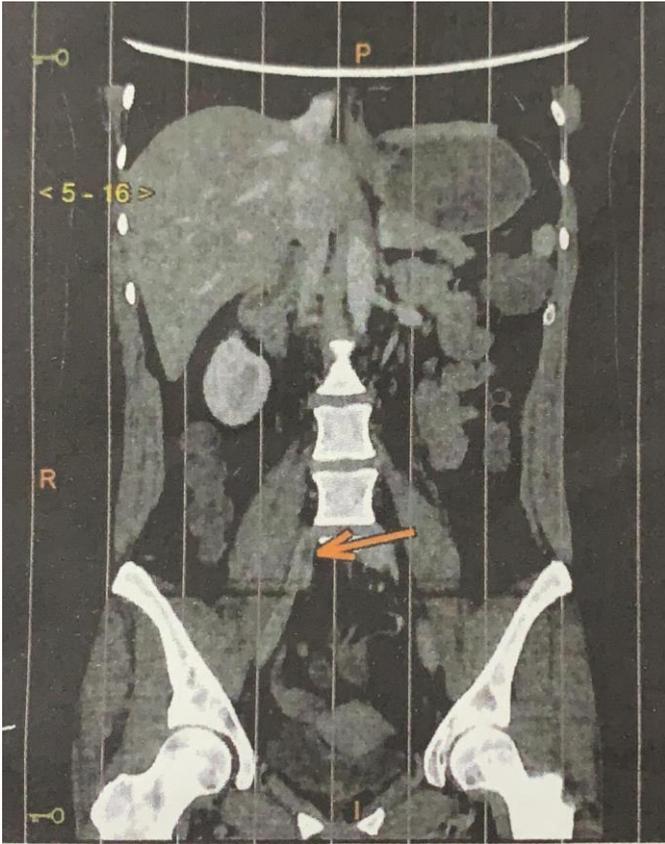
Tomografia computadorizada de abdome, corte coronal, após infusão endovenosa de contraste iodado hidrossolúvel não iônico, com sinais de TVP das veias íliaca comum e íliaca interna à direita.
